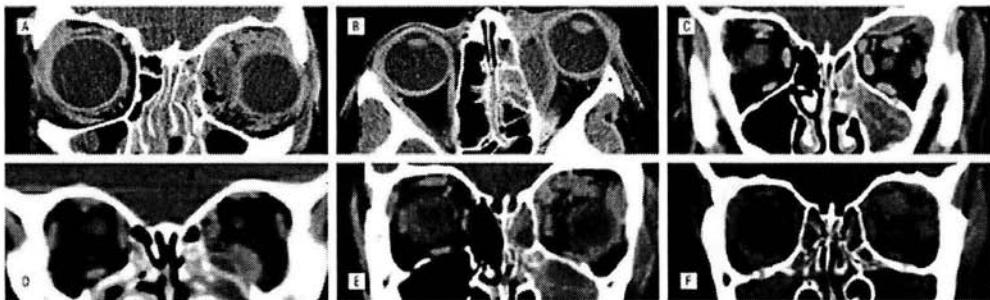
Tomografía computada con contraste. En estas imágenes se observan varios cortes con el absceso a lo largo de la pared ósea y con incremento en la densidad del contenido orbitario. Además es posible definir los senos paranasales afectados. (Clary RA, Cunningham MJ, Eavey R, Oot RF. Orbital cellulites with abscess formation caused by sinusitis. Ann Otorhinolaryngol 1998; 101: 598-600.)
